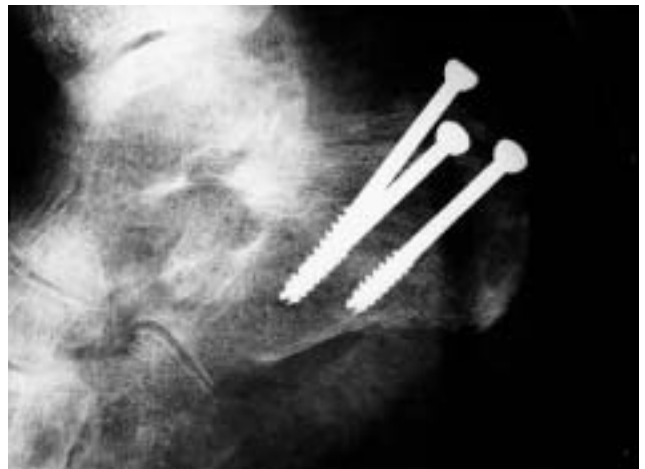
Radiografía en proyección lateral del pie izquierdo del caso 1 en donde se aprecia la fractura en pico de pato del calcáneo.
